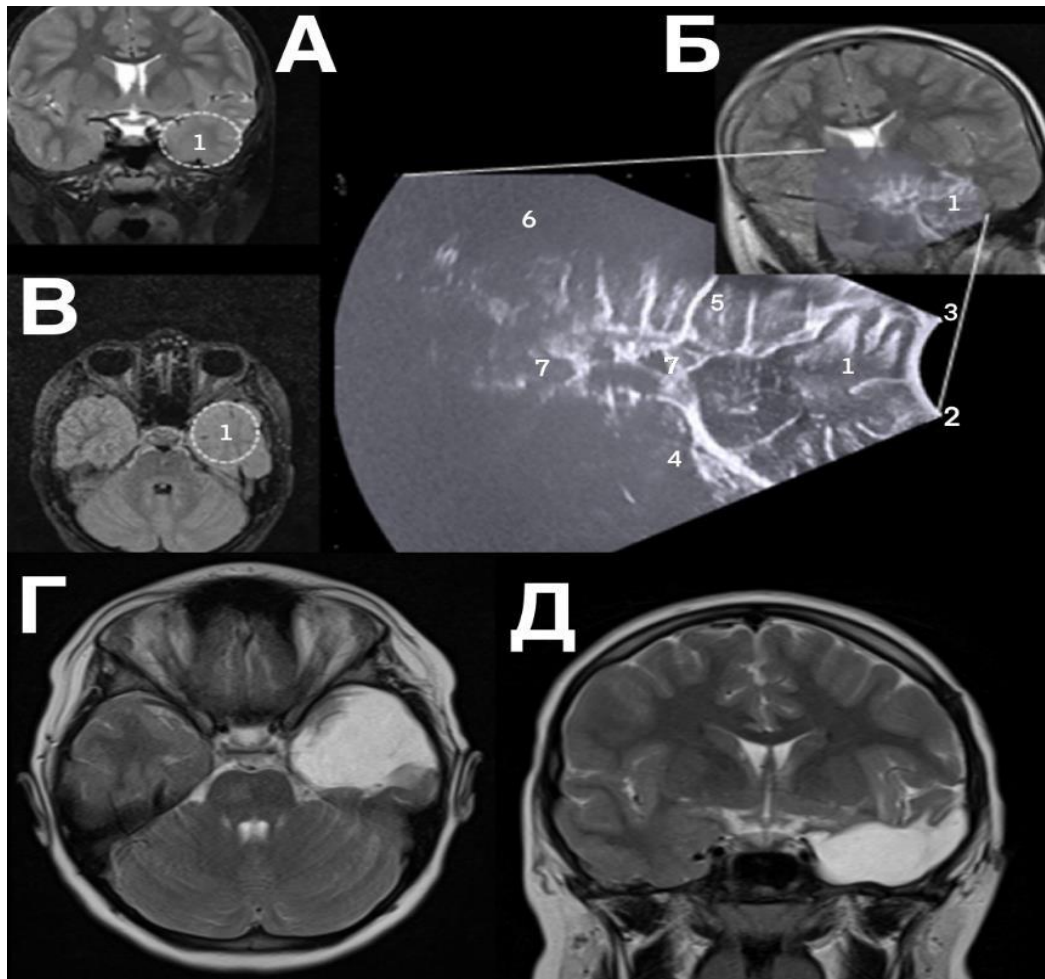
Пациент, 4 г., диагноз «структурная фокальная эпилепсия с билатеральными тонико-клоническими приступами с фокальным началом, ФКД Ia левой височной доли». МРТ-исследование головного мозга пациента до и после темпоральной лобэктомии: А, Б, В — МРТ-исследование головного мозга до темпоральной лобэктомии; В — области базальных, полюсных и медиальных отделов левой височной доли определяется аномалия кортикального развития в виде снижения дифференцировки серого и белого вещества на фоне снижения объема белого вещества и соответствующего увеличения объема серого вещества, что может соответствовать ФКД Ia левой височной доли (1); 2 — височная доля; 3 — лобная доля; 4 — кавернозный синус; 5 — островковая кора 6 — боковой желудочек; 7 — кавернозный сегмент ВСА; Г, Д — МРТ-исследование головного мозга после темпоральной лобэктомии (область резекции представлена кистой, по периферии зоны резекции мелкие, хронические участки кровоизлияний); подозрительных участков нарушения архитектоники коры и белого вещества не выявлено.
